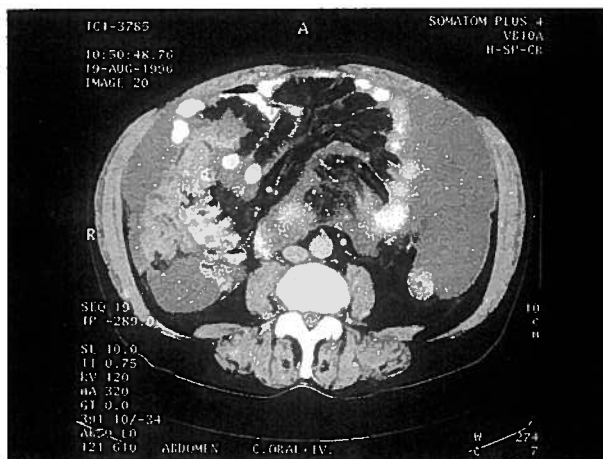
Tomografia axial computadorizada mostrando múltiplas lesões nodulares na grande cavidade dos epilpoons
